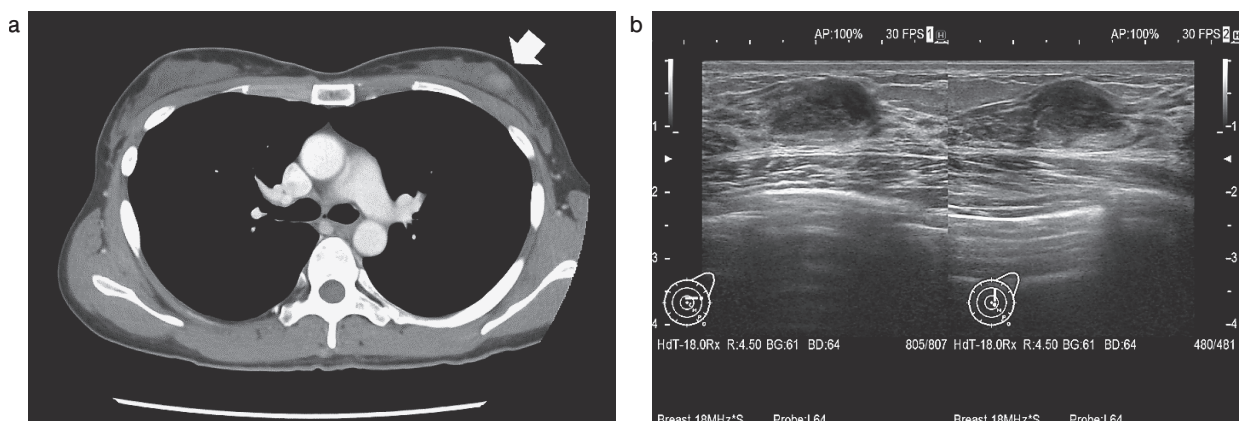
a. 造影CT水平断：左乳腺C領域に造影される結節を認める (矢印)。
